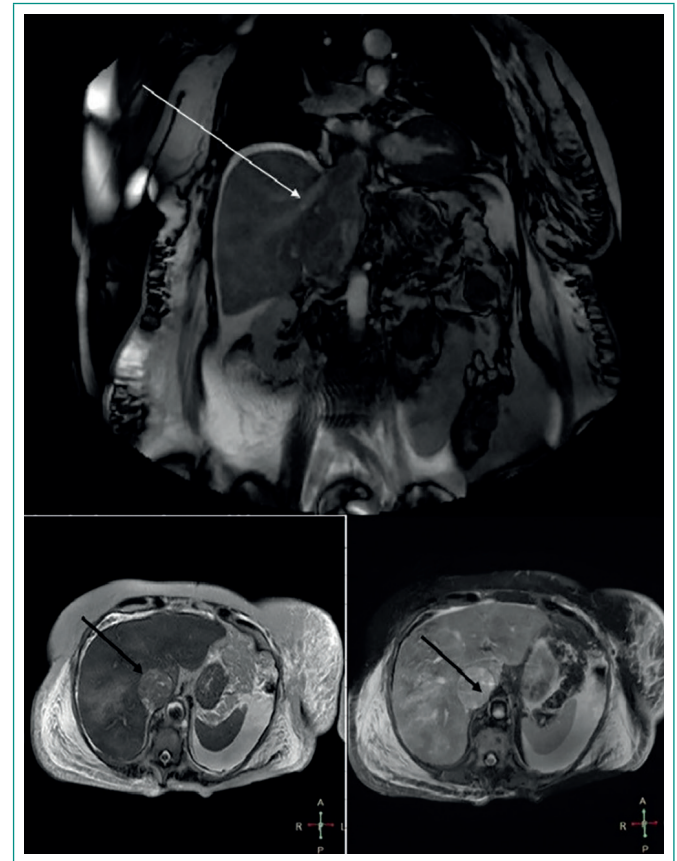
RM donde se observa ocupación completa y marcada dilatación de vena cava, compatible con tumoración dependiente de pared vascular y crecimiento endoluminal y trombo asociado
